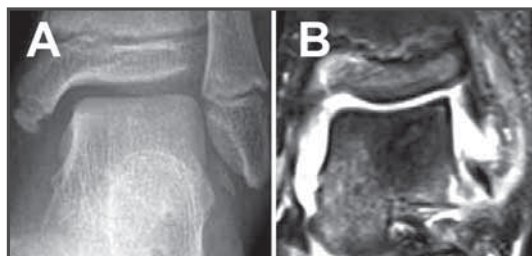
A. Rx anteroposterior de tobillo B. Corte coronal de RM en secuencia T2 del tobillo.
